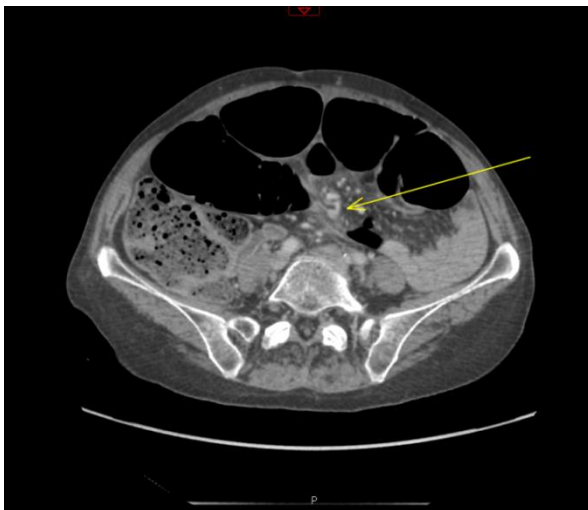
Whirl sign, TDM abdominal
